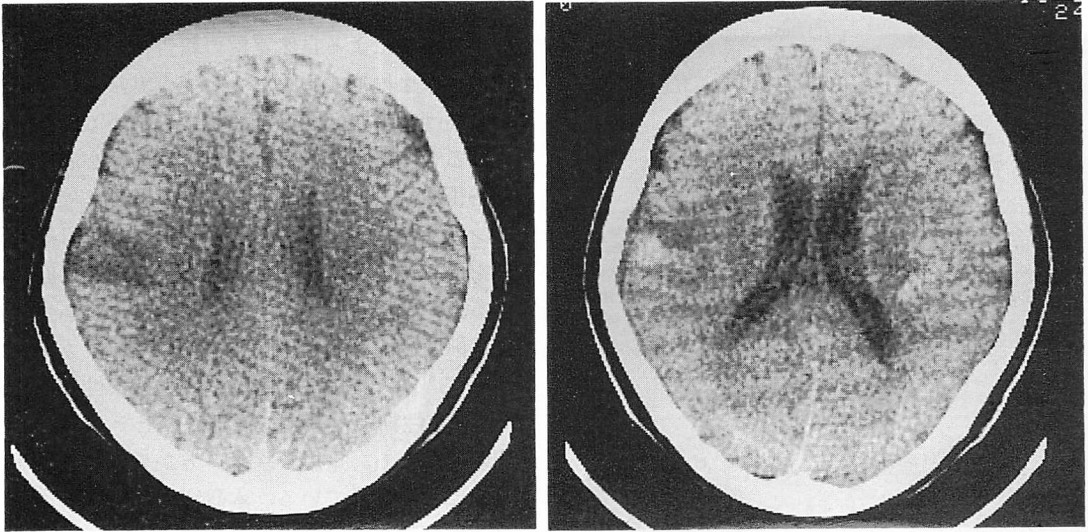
Computed tomograms before open heart surgery showing multiple infarcts (left), and immediately after surgery demonstrating multiple cerebral hemorrhage (right).
